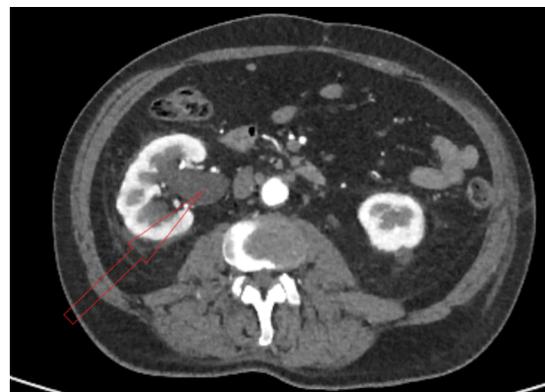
КТ-ангиография брюшной полости с в/в контрастированием.
